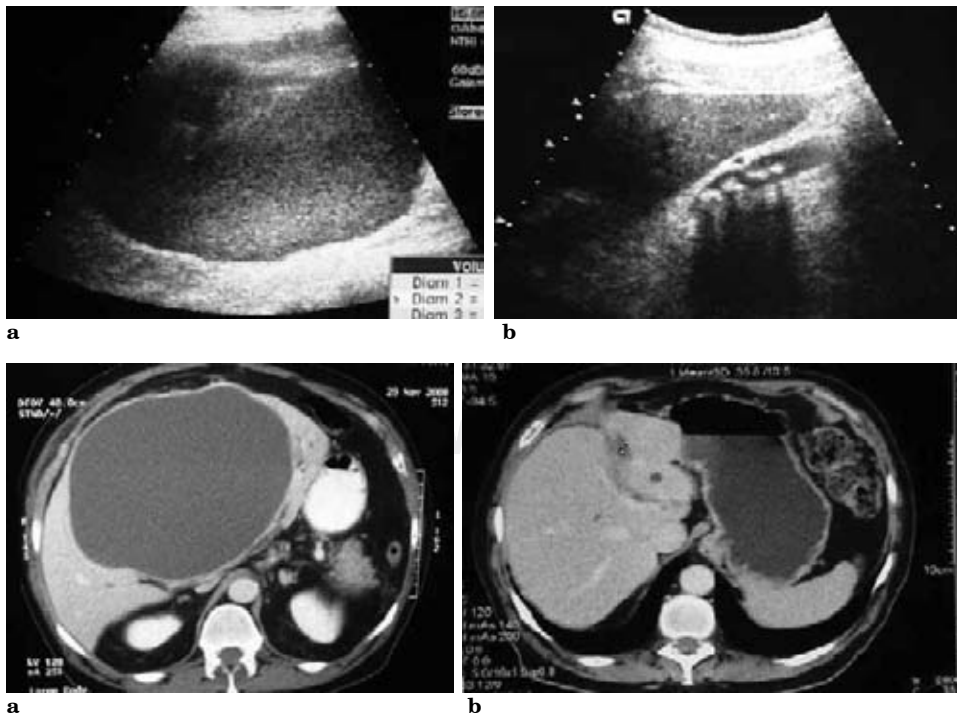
Imagen ultrasonográfica. 1a. Se aprecia quiste hepático de grandes dimensiones. 1b. Litiasis vesicular en el mismo paciente.
